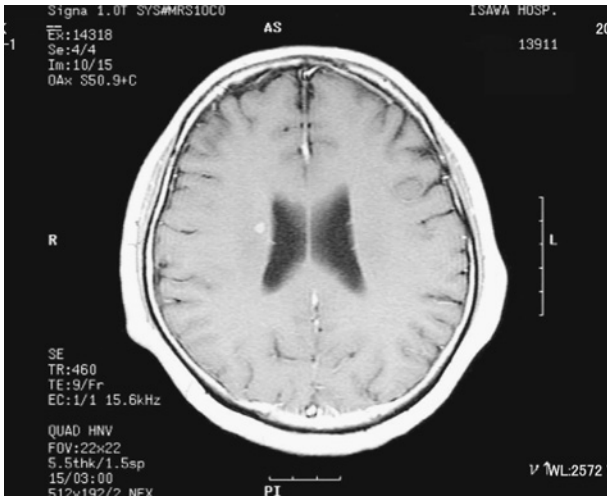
Cranial MRI shows a small nodule in the corona radiata.
